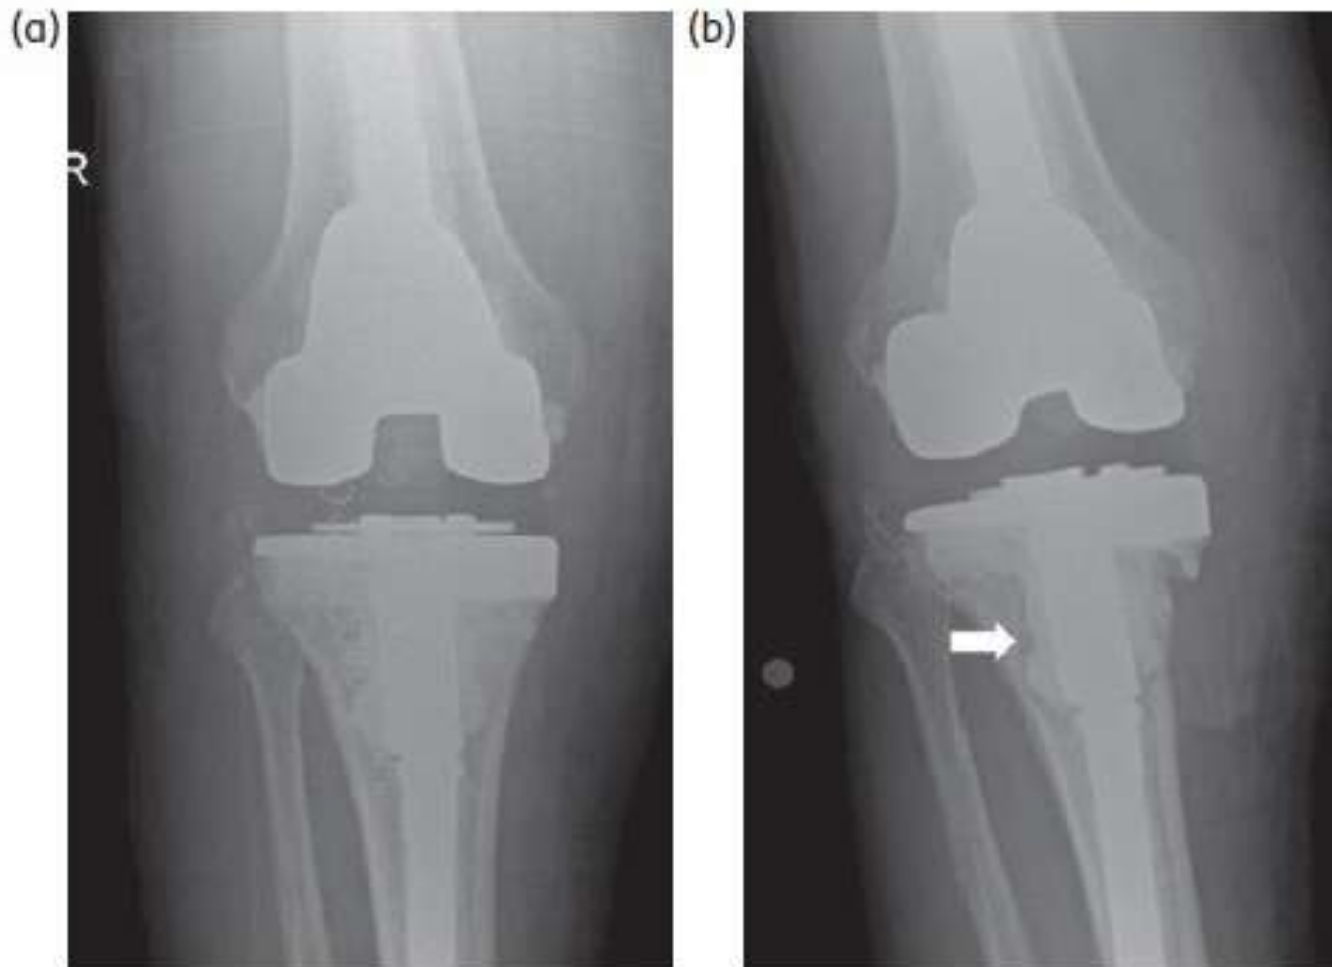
Serial plain antero-posterior radiographs from a patient with a right long-stemmed total knee arthroplasty in the early post-operative phase (a) and 3 years later (b) where lucency surrounding the tibial component supported the clinical diagnosis of late chronic PJI.
